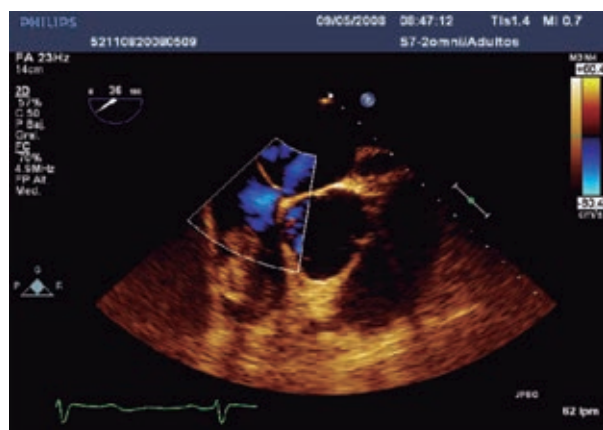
Ecocardiograma transtorácico en el que se aprecia, además de la masa tumoral intracavitaria, la comunicación entre las dos aurículas a través del septum.
